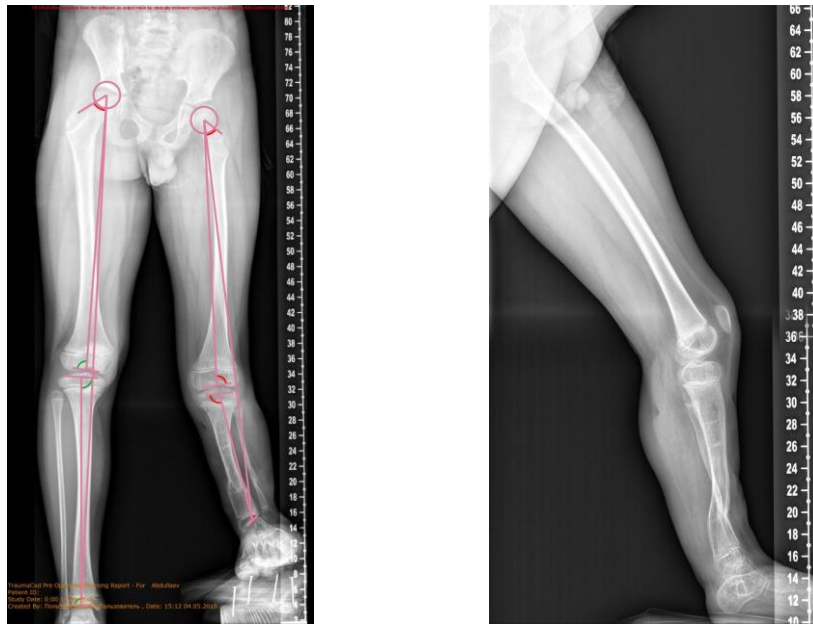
Панорамные рентгенограммы пациента перед выполнением двухуровневой остеотомии костей голени.
